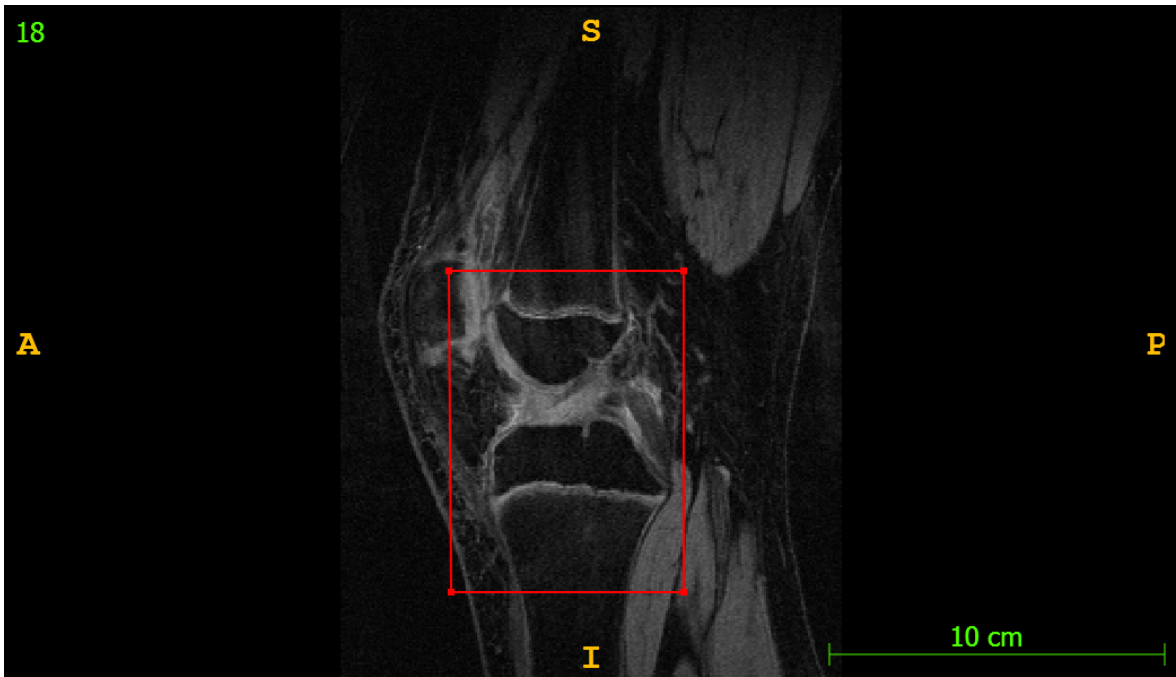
Beispiel einer MRT-Aufnahme nach erfolgter Registrierung mit rot eingezeichneter ROI bzw. Volume of Interest (von LBI CFI zur Verfügung gestellt).
